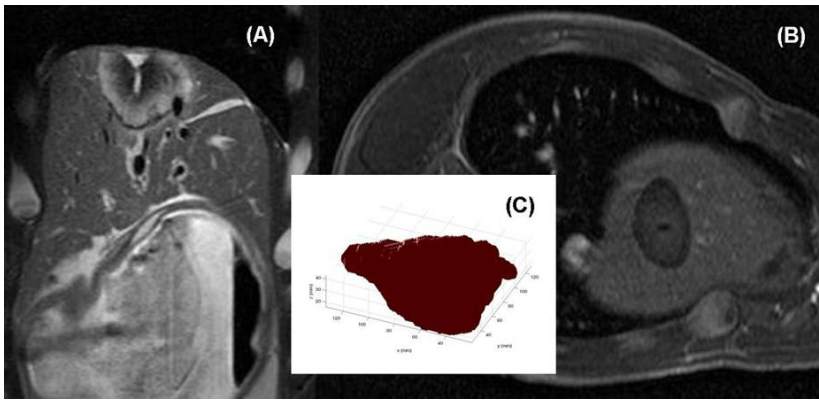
Étude morphologique d'une lésion cylindrique réalisée à J7 d'un traitement ultrasonore sur le foie de porc in vivo. (A) : séquence IRM pondérée T2 en coupe sagittale de la lésion. (B) : séquence IRM pondérée T1 après injection de Gadolinium en coupe axiale de la même lésion observée en (A). (C) : reconstruction tridimensionnelle de la lésion ultrasonore cylindrique montrant des contours assez réguliers.
